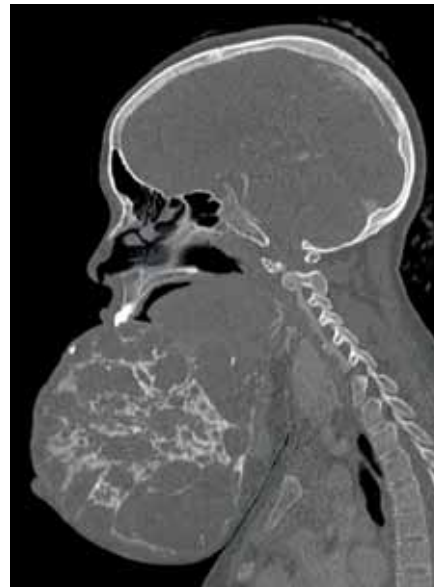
Sagittales CT paramedian rechts: Konzentration der Knochenseptierungen in der Tumormitte. Vorneigung von Kopf und Aufhebung der Halswirbelsäulenkrümmung, um den Tumor auf dem Sternum abzustützen. Oberkieferzähne projizieren sich auf Höhe des Unterkieferalveolarfortsatzes in die Tumoroberfläche.
